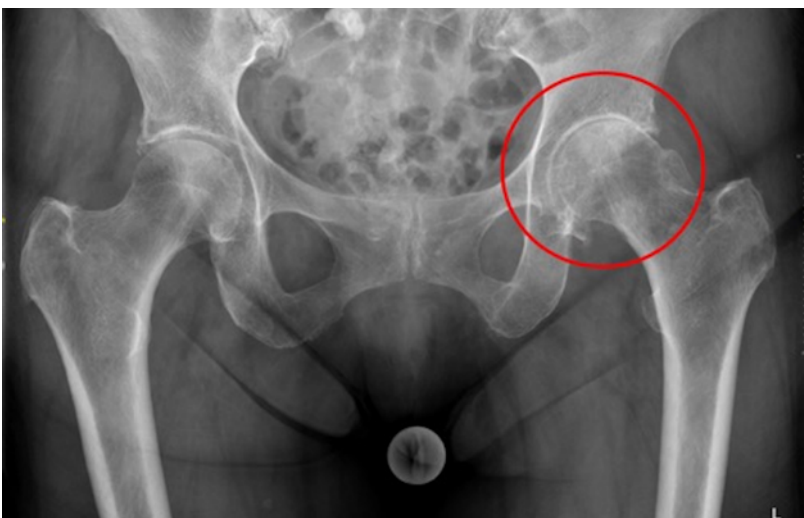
Röntgenaufnahme des Beckens, tiefzentriert. Linksführende beidseitige Coxarthrose (subchondrale Sklerosierung, Gelenkspaltverschmälerung, osteophytäre Randanbauten, subchondrale Geröllzysten).
